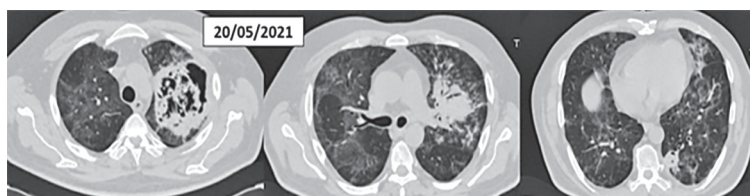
HRCT torace la 3 săptămâni de tratament cu 400 mg/zi de voriconazol pune în evidență prezența opacităților tip sticlă mată și reticulare bilateral, dar cu o micșorare a numărului de cavități și a dimensiunilor cavităților în plămânul stâng comparat cu HRCT din 27/04/21.
